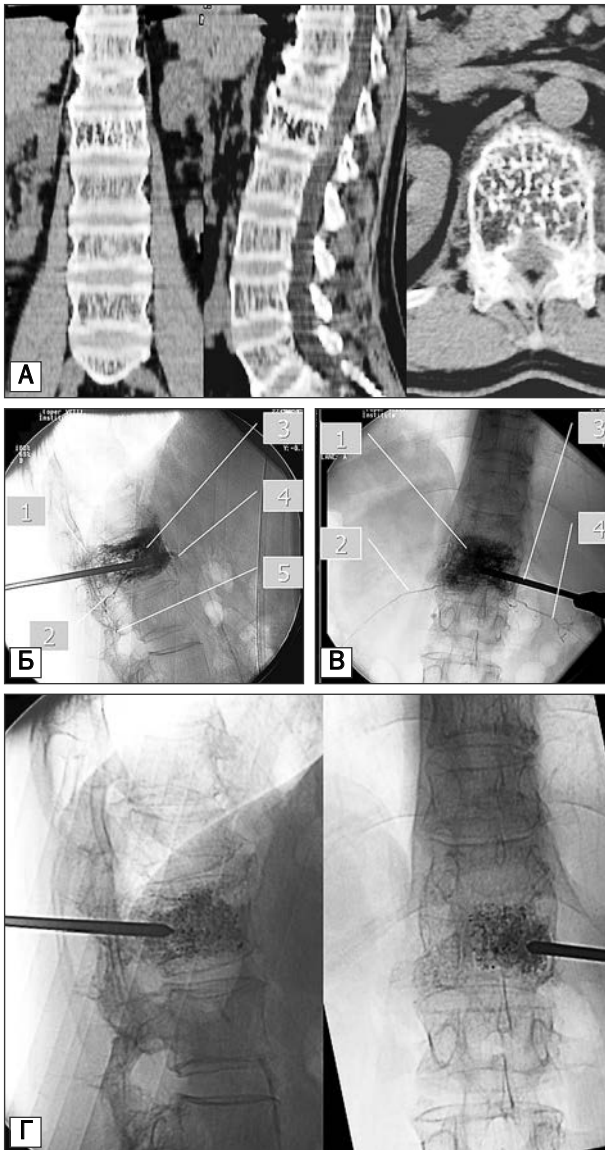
Агрессивная гемангиома L1 позвонка со стенозом спинномозгового канала и локальным болевым синдромом: А — КТ; Б — веноспондилография; длительная стагнация контраста в теле позвонка: 1 — эпидуральные вены; 2 — межпозвоночные вены; 3 — пятно контраста в теле позвонка; 4 — сегментарная вена; 5 — эпидуральные вены; В: 1 — пятно контраста в теле позвонка; 2 и 4 — межреберные вены; 3 — пункционная игла; Г — интраоперационный контроль, состояние после вертебропластики
